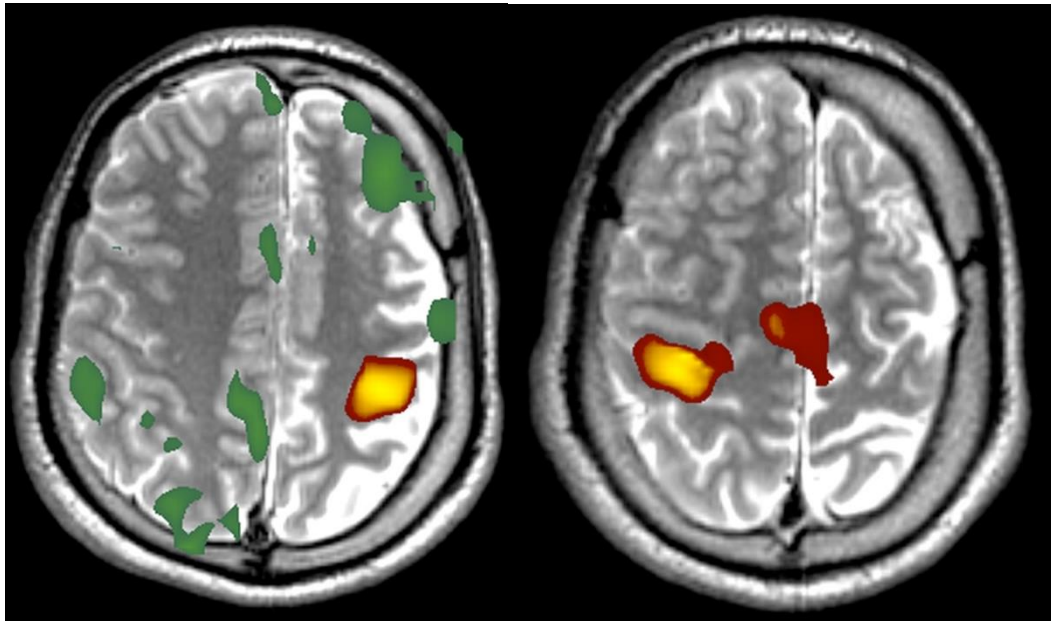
RM funcional que lateraliza el lenguaje en el hemisferio izquierdo.
